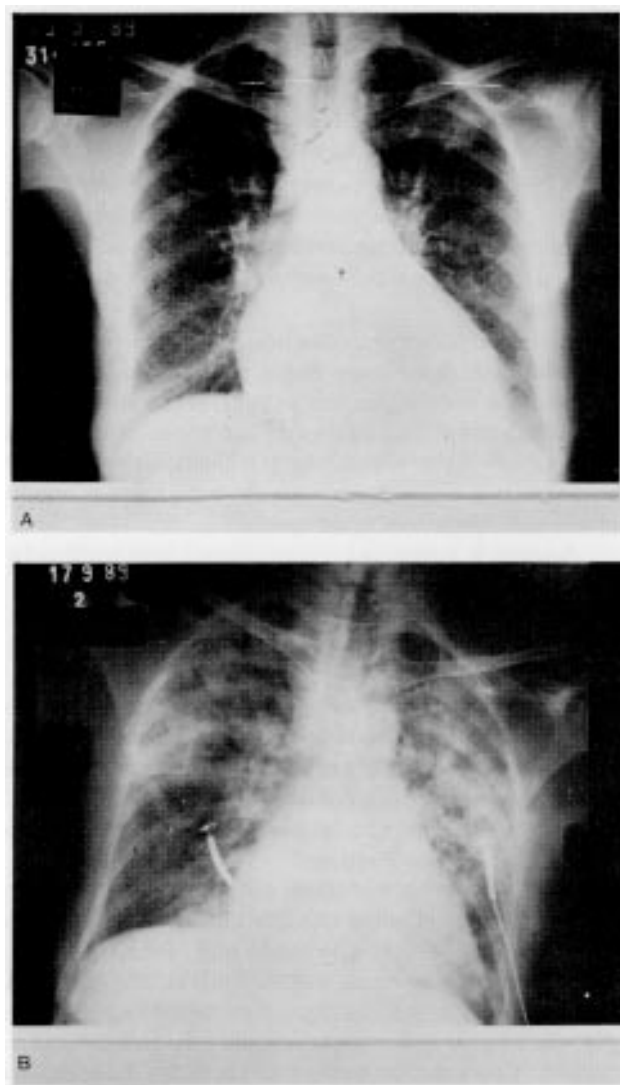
Radiografia do tórax (A: na hospitalização; B: 40 dia de hospitalização).
